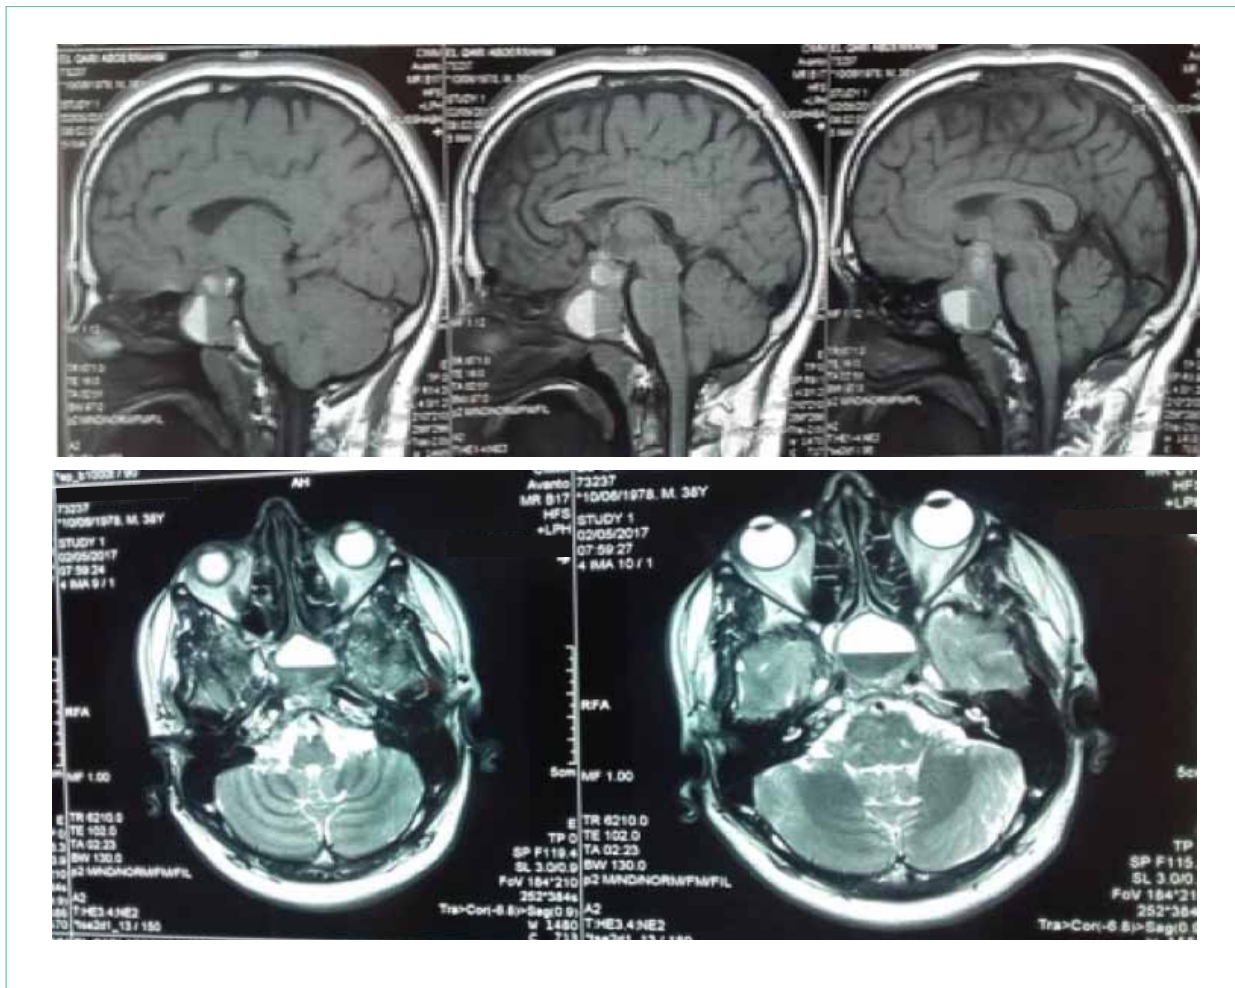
Apoplexie hypophysaire à l'IRM hypophysaire. (Cliché d'IRM hypophysaire tiré de la console du service de radiologie à l'hôpital Mohamed VI de Marrakech)
